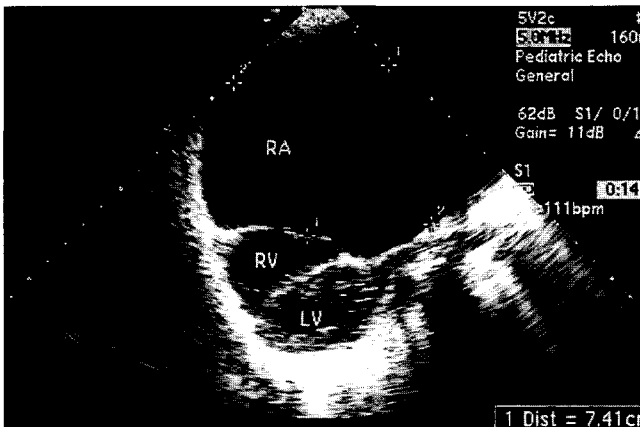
Transthoracic echocardiography showing the enlarged RA(four chamber view).
